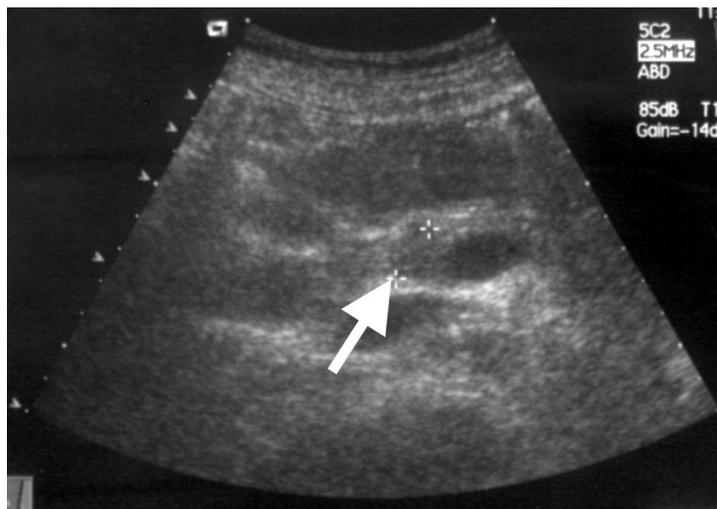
Трансабдоминальное УЗИ: инсулинома головки поджелудочной железы отмечена стрелкой
